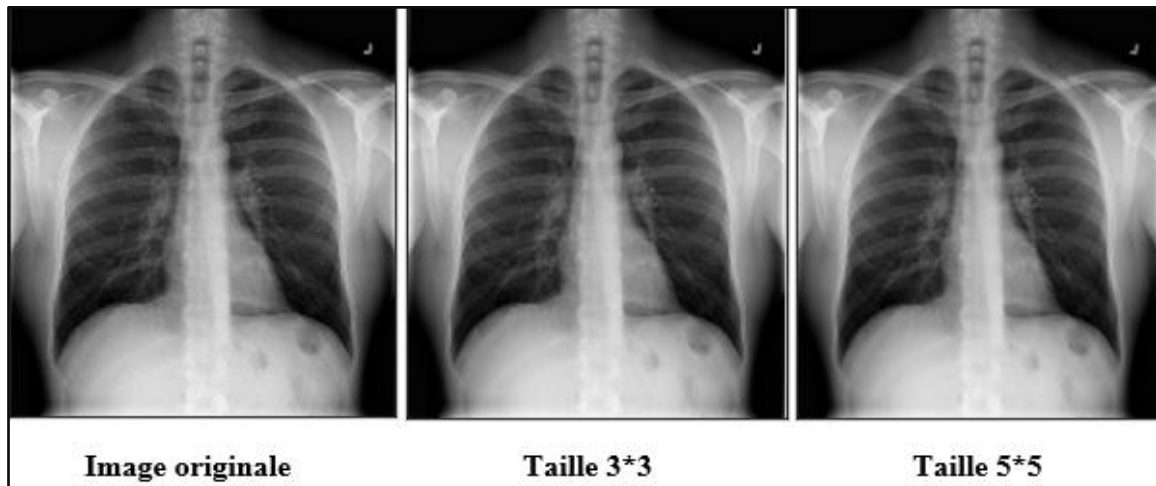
Application d'un filtre moyen sur l'image radiographie thoracique.
